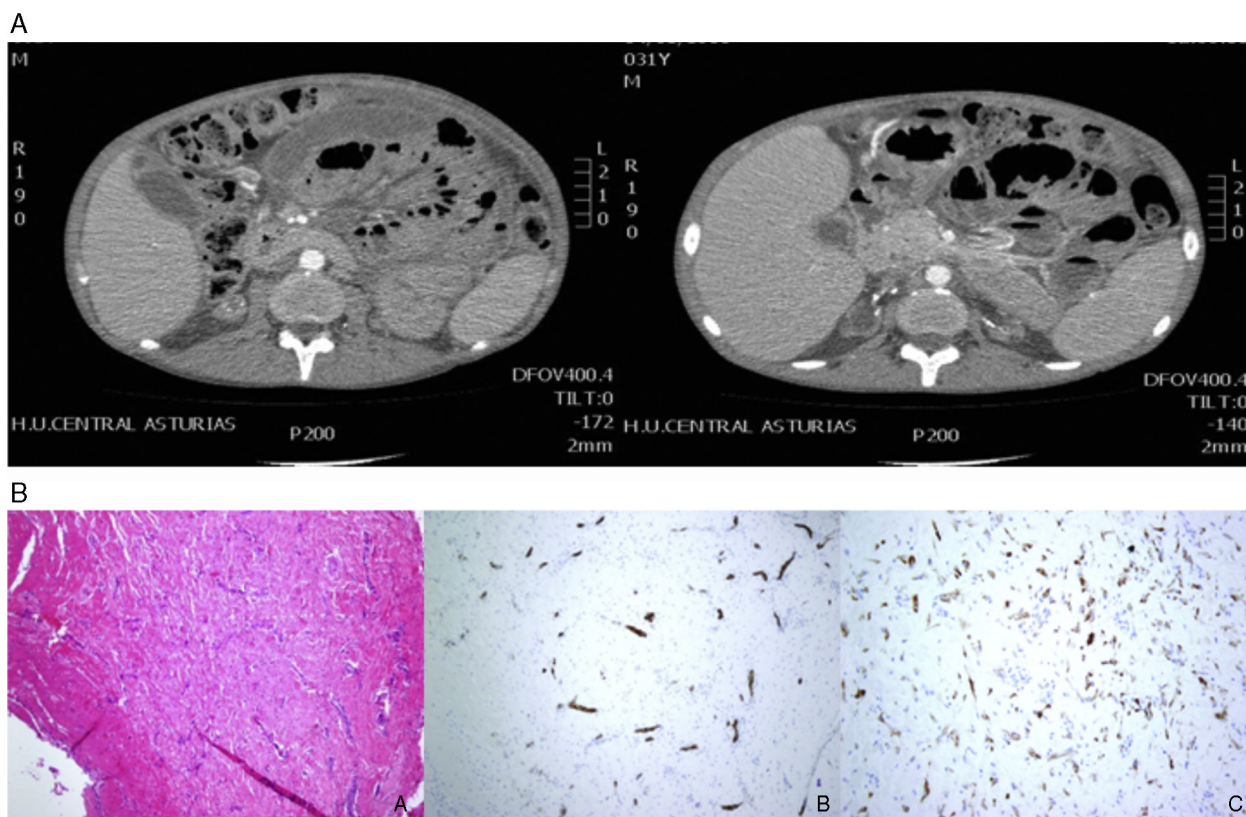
A) Imagen de la TAC: dilatación gástrica y duodenal con importante cantidad de líquido libre loculado intraabdominal, con desplazamiento de asas de intestino delgado. B) Biopsia peritoneal; tinción con hematoxilina-eosina y técnicas de inmunohistoquímica.
